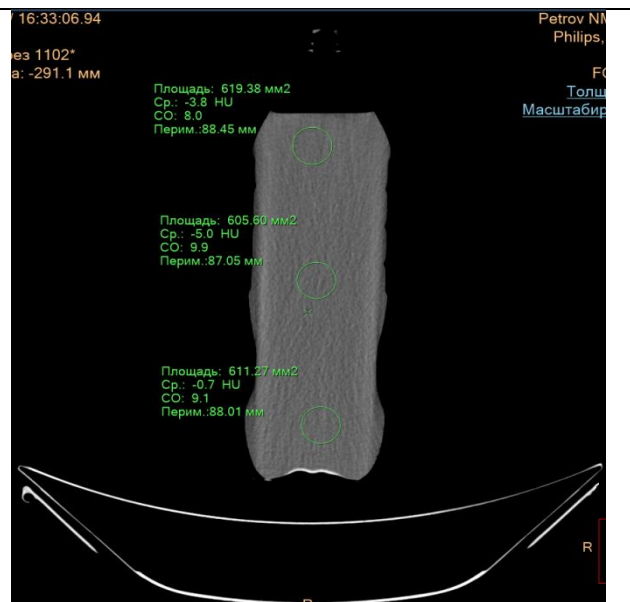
КТ-скан фантома с водой (2,0л). В центральной зоне (х - центр ротации системы) плотность составляет - 5,0НУ, в верхней периферической зоне - 3,8НУ, в нижней периферической зоне - 0,71НУ.
